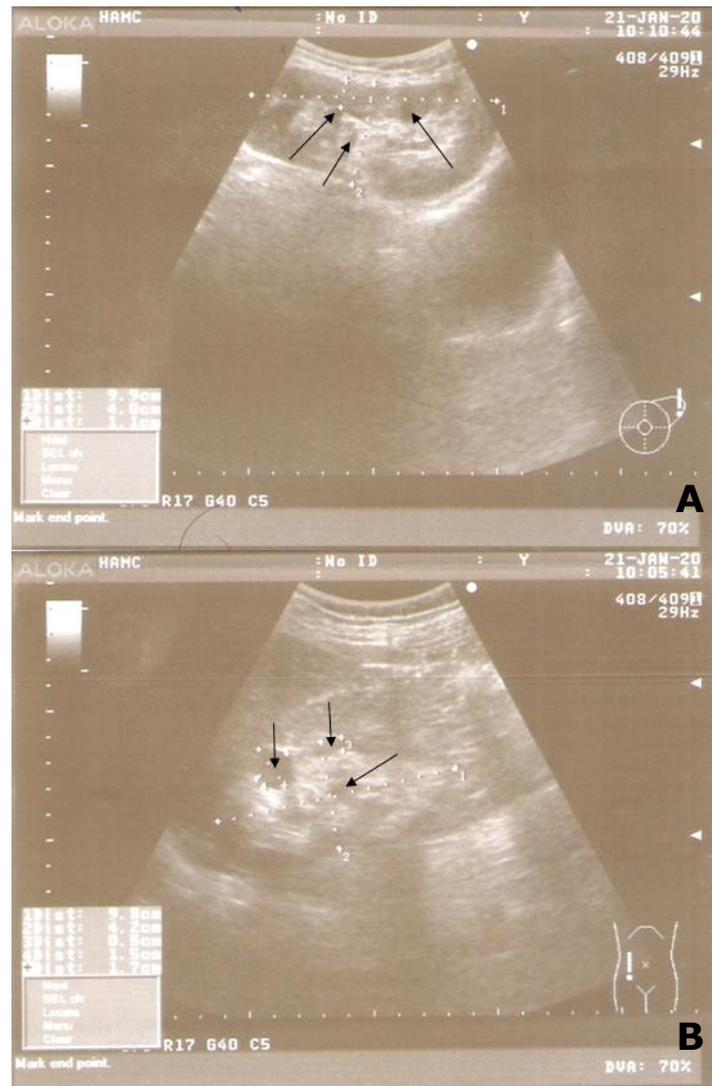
Ecografía renal que muestra aumento de tamaño y pobre definición de la relación córtico-medular de ambas masas renales, con imágenes ecolúcidas quísticas de pequeño y mediano tamaño. A) riñón izquierdo. B) riñón derecho
